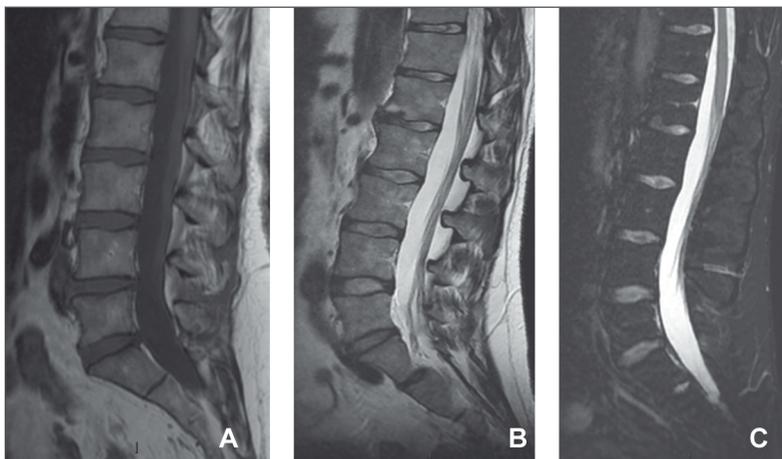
IRM du rachis lombaire, séquences sagittales T1 (A), T2 (B) et T2 Fat. Sat. (C) et Regardez le signal du LCR et de la médullaire osseuse (graisseuse) ainsi que la graisse sous cutanée.
